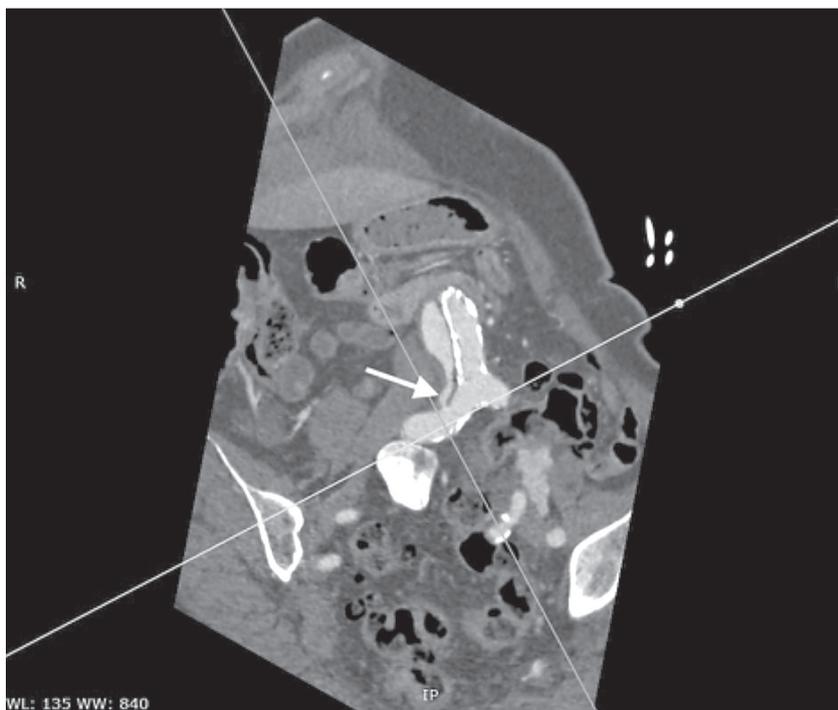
Контрольная КТ-аортография через 6 месяцев на уровне дистальной фенестрации правой ОПА (указано стрелкой)
